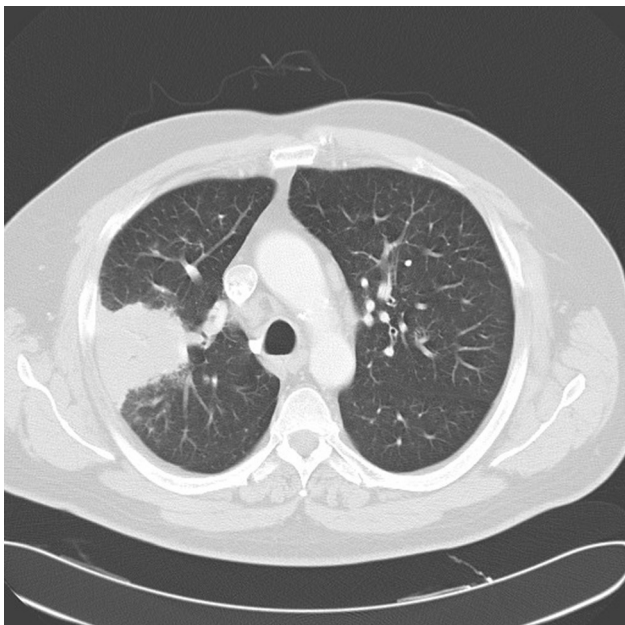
TC torácica lóbulo superior derecho.
